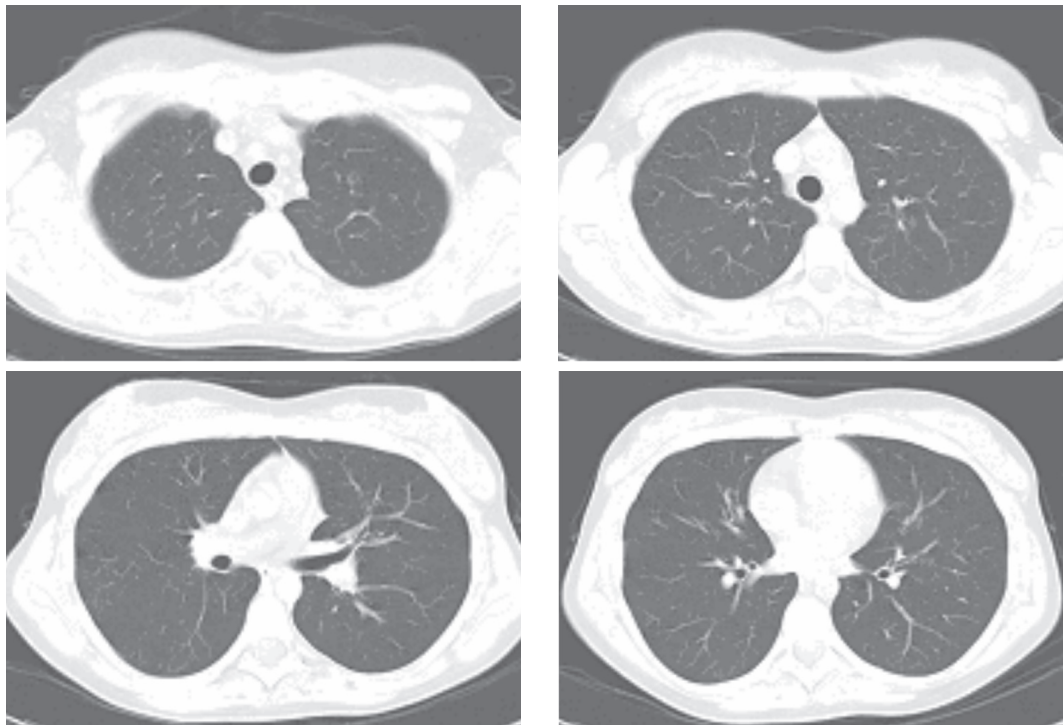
TAC-AR do tórax com resolução completa das alterações
